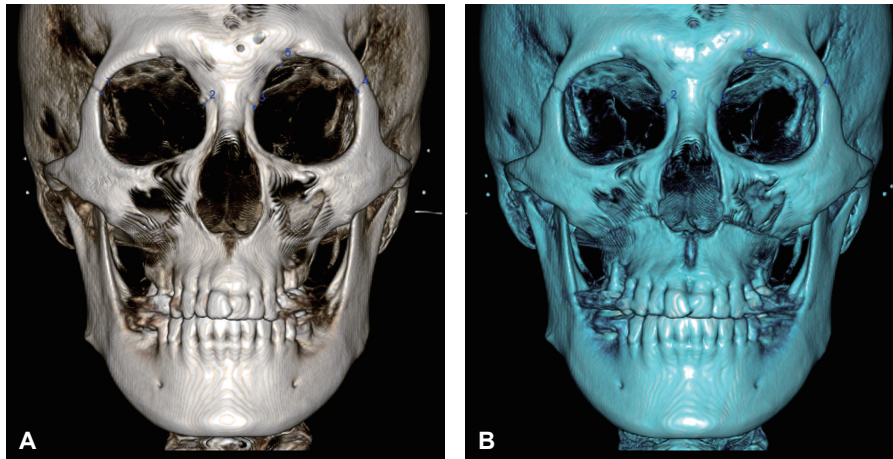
Cone-beam computed tomography image before (A) and immediately after (B) the segmental LeFort I osteotomy.
